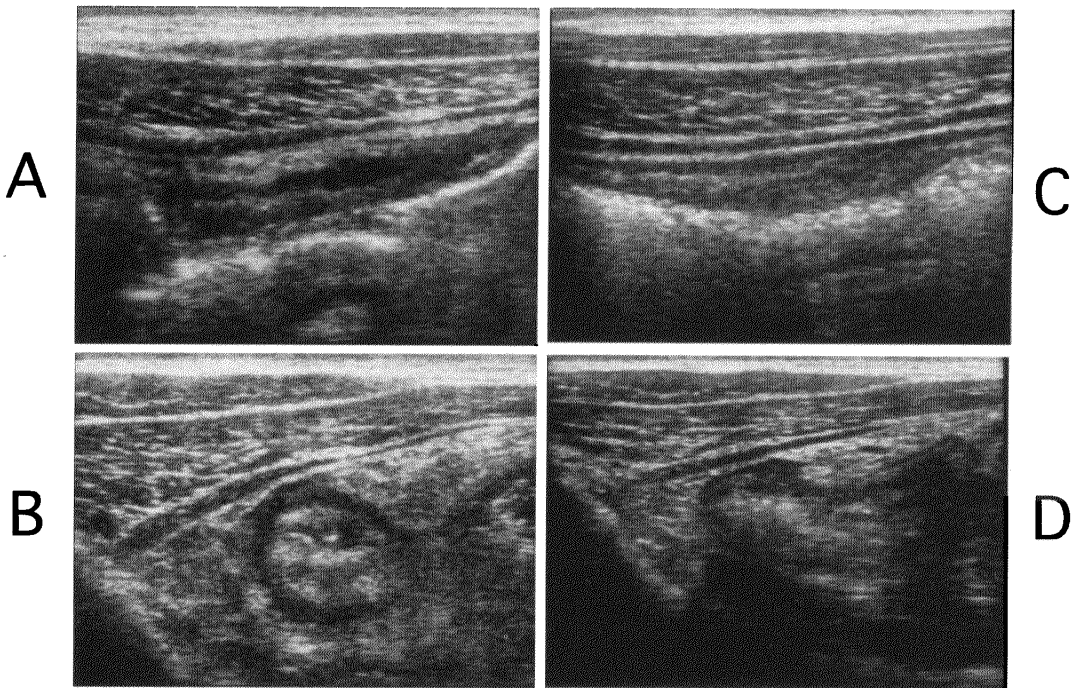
Ultrasonographic appearances of Crohn's disease after treatment. Wall thickening of the cecum was improved after 2 weeks (A, B), further was improved after 2 months (C, D).
